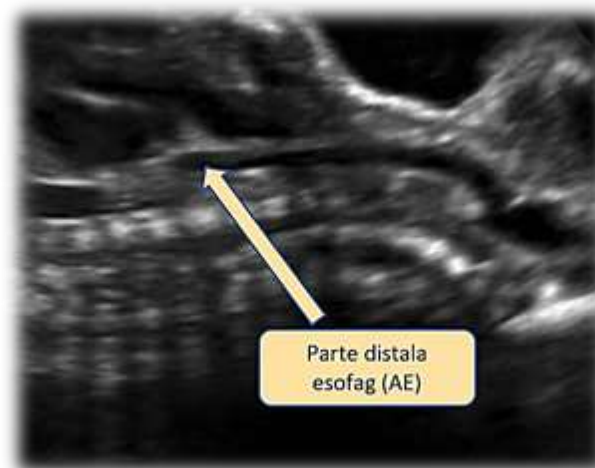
5. Imagine ecografică ce evidențiază partea caudală a esofagului ce se oprește în "deget de mână" la un făt cu atrezie esofagiană (arhivă personală)
